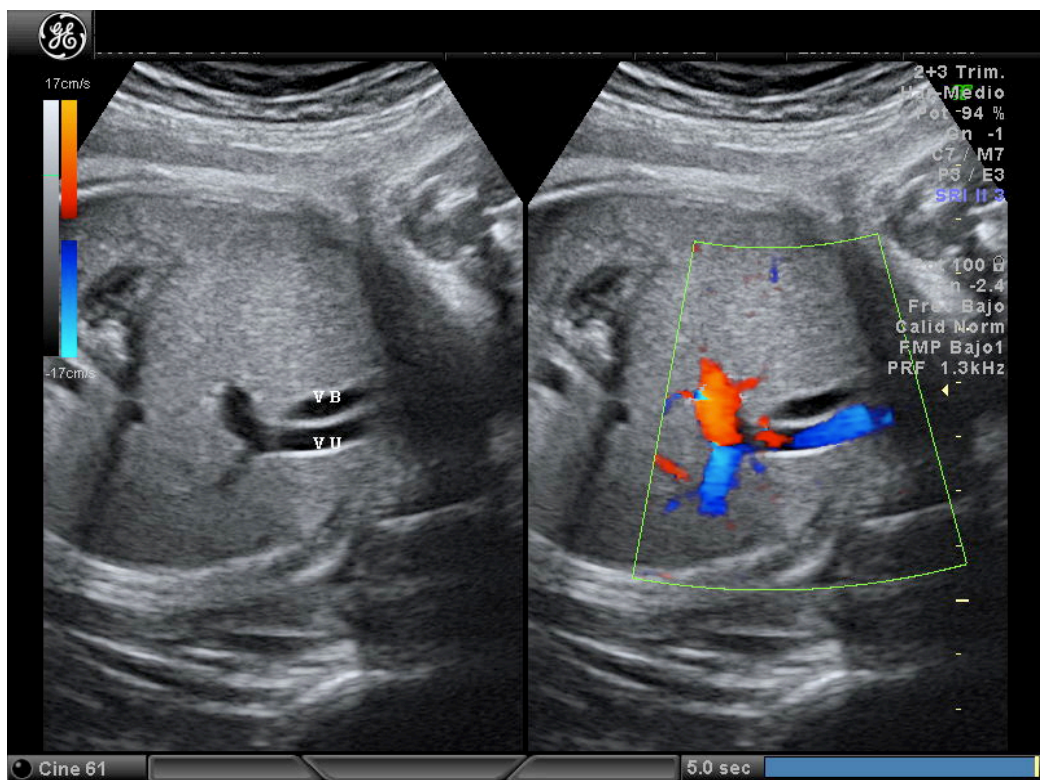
Vesícula biliar (VB) medial, situada entre la vena umbilical (VU) y el estómago (foto sin/con doppler color)
